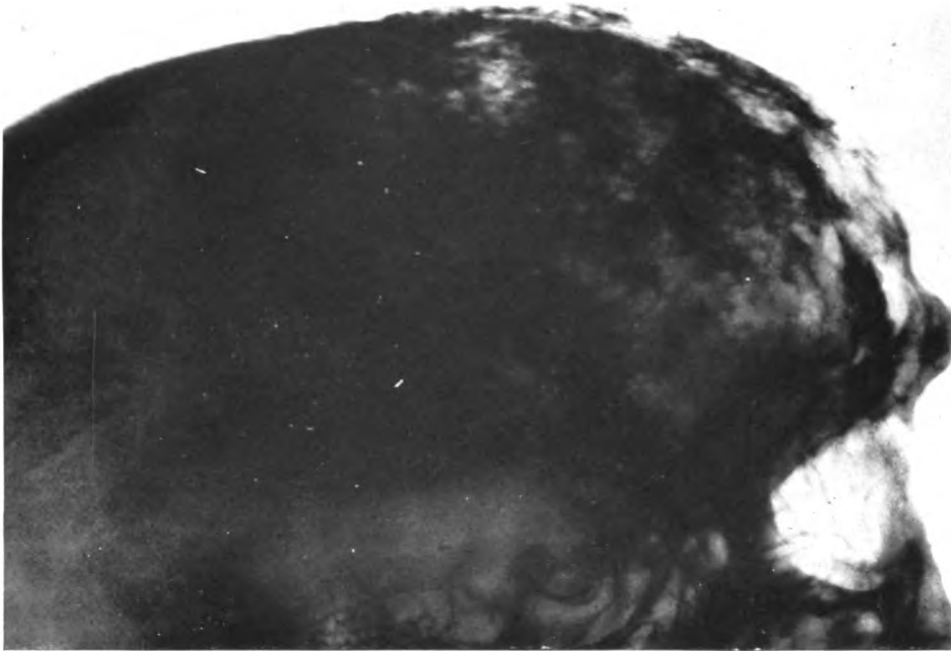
Radiographie latérale d'une partie du crâne.
